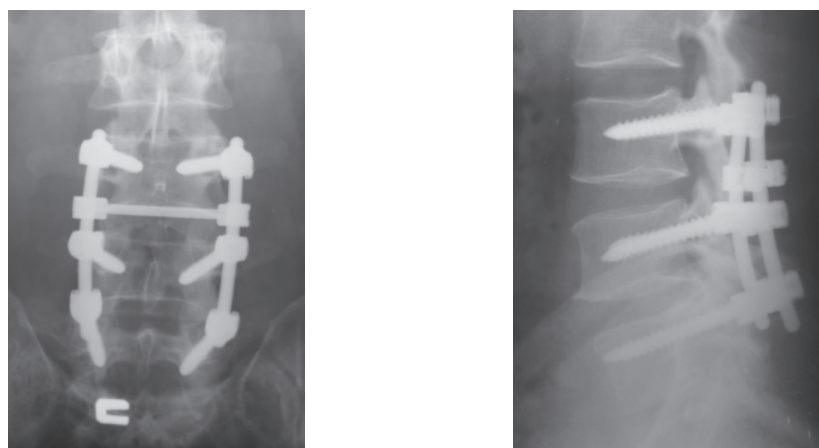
Больной П., рентгенограммы после оперативного вмешательства: парциальная фасетэктомия L4–L5 справа, менингоградикулолиз, удаление грыжи, задний спондилодез системой транспедикулярной стабилизации CDH Legasy 5,5 сегментов L3–L4–L5
